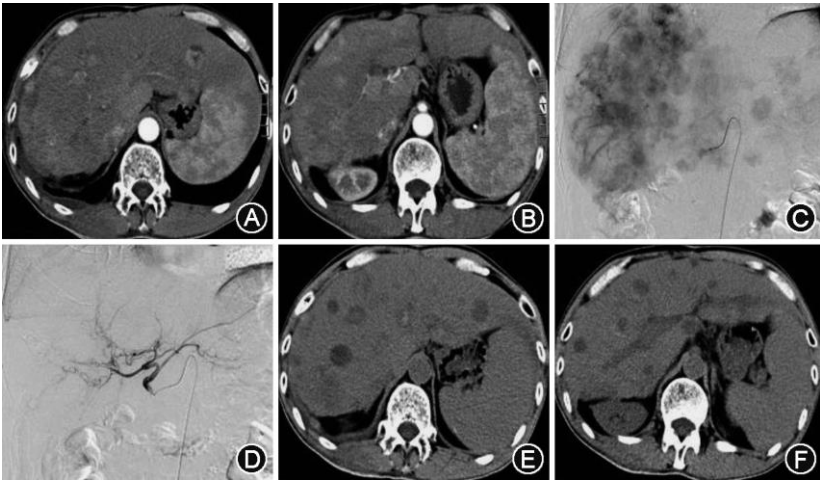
肝移植患者术后 1 年 A、B 畅上腹部增强 CT 示肝内出现多发散在肿瘤结节，明显强化，C 畅 SM-ACE 术前，DSA 造影见肝左右叶内多发肿瘤结节状染色，D 畅术后，肝动脉远端分支完全阻断，肿瘤染色消失，E、F 畅 ACE 术后 4 d，上腹部 CT 平扫示肝内肿瘤液化坏死
